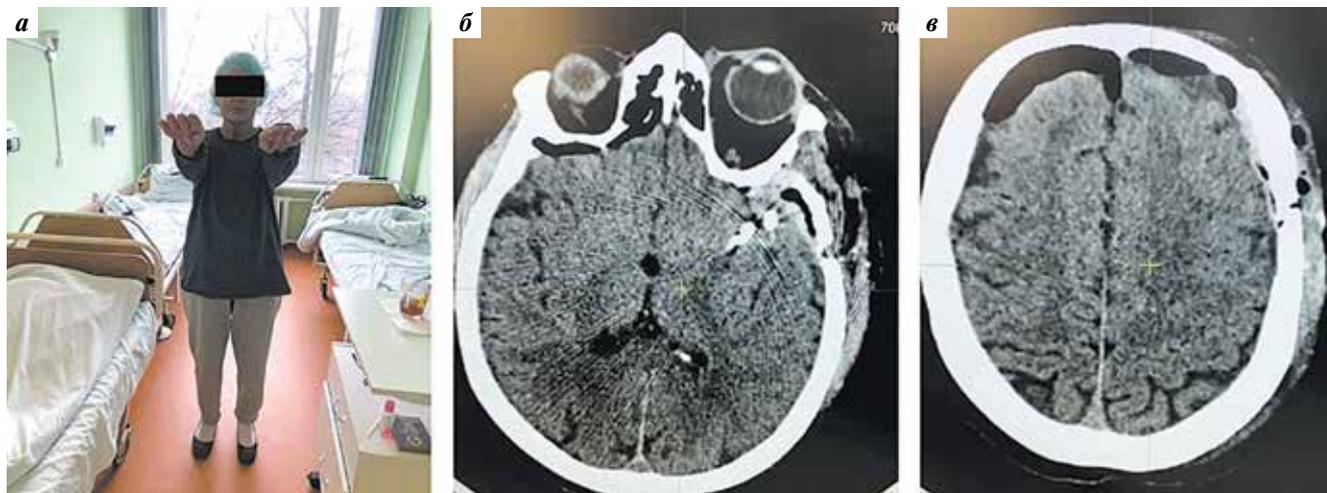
Послеоперационный период: а – фотография пациентки на 3-и сутки после операции; б, в – компьютерная томография головного мозга на 1-е сутки после операции
